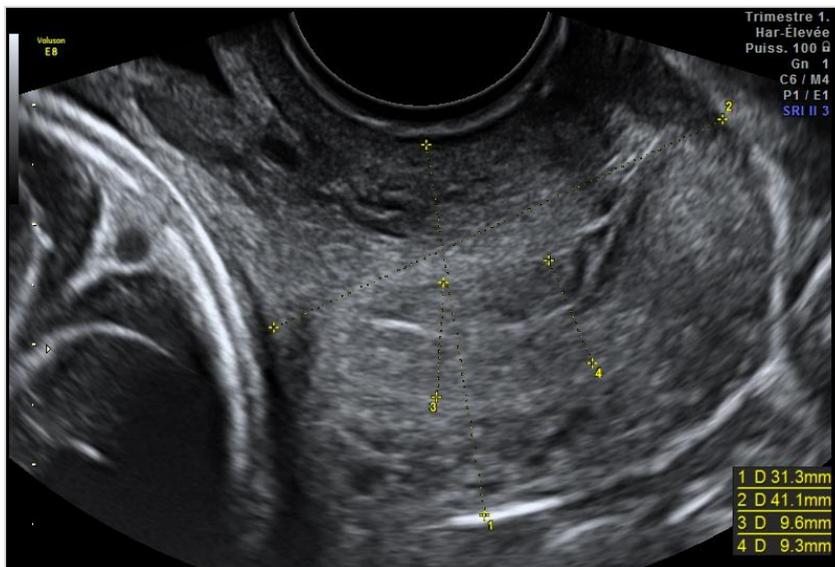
Coupe longitudinale d'un col utérin au premier trimestre de la grossesse en échographie par voie endovaginale. On distingue de part et d'autre du canal endocervical une zone hyperéchogène correspondant à «cervical gland area ». (Auteur : Pr D.Subtil)
